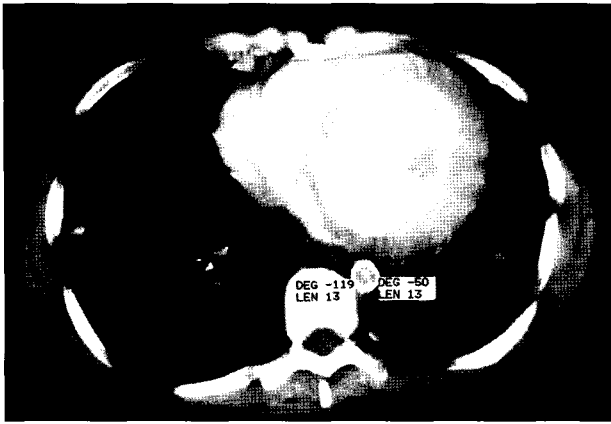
Computed tomography of the thorax. The diameter of the descending thoracic aorta is about 1.1 cm.
